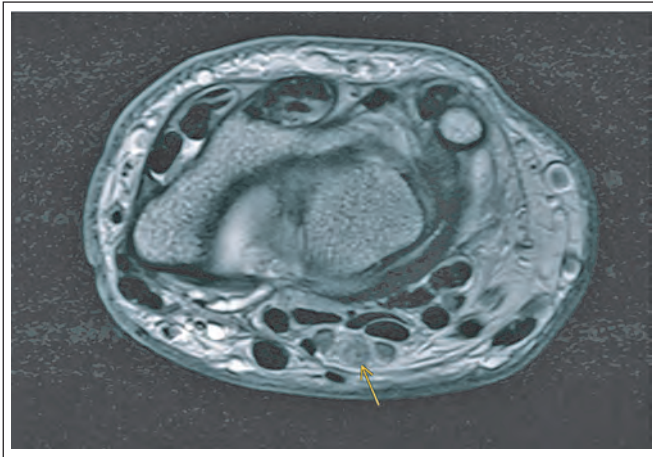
MRI des rechten Handgelenkes in transversaler Schnittebene mit partiell thrombosierter, persistierender A. mediana (Pfeil) zwischen einem ulnaren und radialen Anteil des N. medianus. Rechte Bildseite radial, linke Bildseite ulnar, oben dorsal, unten volar.
